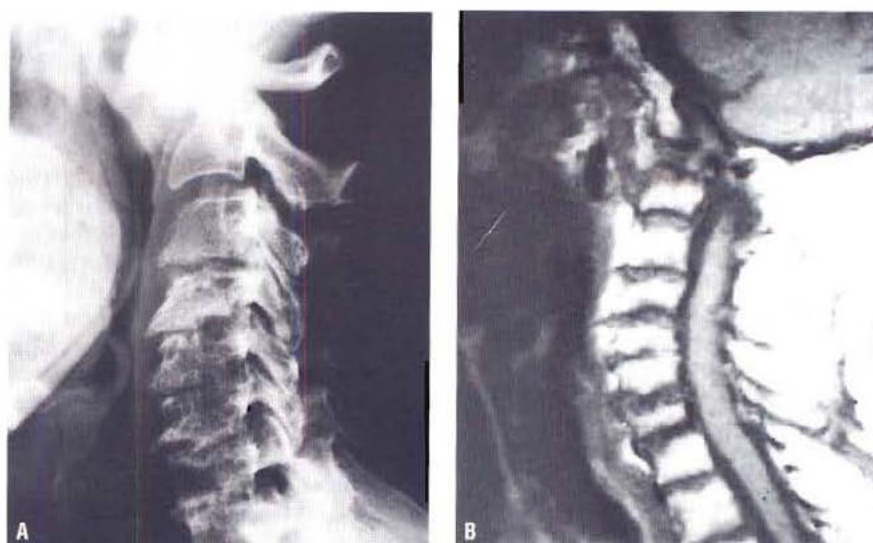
Polyarthrite rhumatoïde. (A) Le cliché de profil montre la subluxation antérieure de C1 sur C2. La pointe de l'apophyse odontoïde est à peine visible. Rétrécissement important du canal rachidien en arrière de C2. Anomalies des parties molles de l'oropharynx. (B) Coupe sagittale d'IRM pondérée en T1 montrant la compression de la moelle qui est bien visible sous la lésion mais pas au niveau ni au-dessus de celle-ci.
